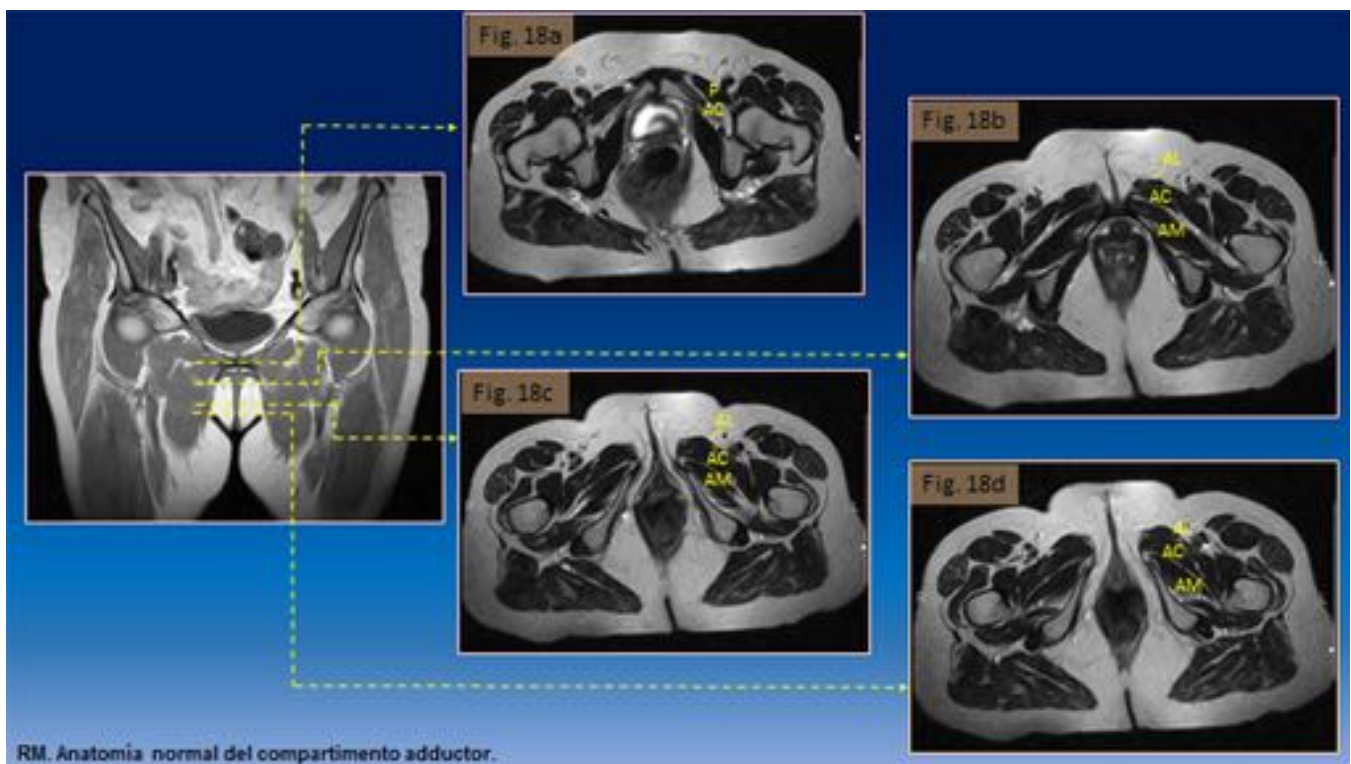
RM. Anatomía normal del compartimento adductor. Mostramos 4 secciones axiales en orden descendente, donde podemos identificar los diferentes m. adductores por RM.
